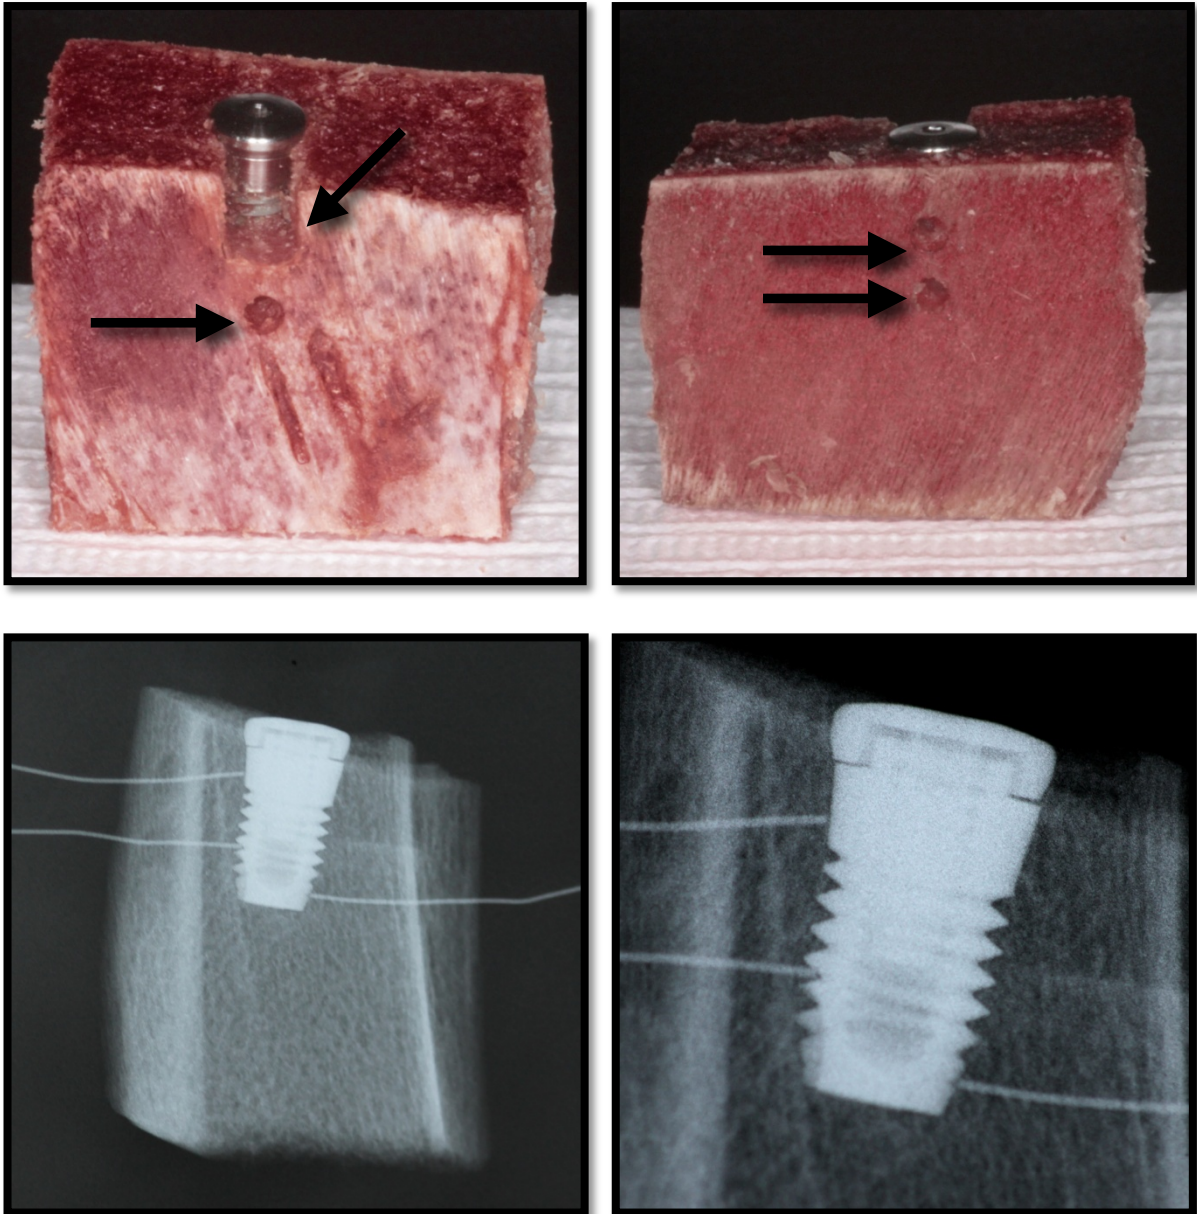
Imagens superiores mostram o implante instalado no bloco de osso. As setas mostram as perfurações para instalação dos termopares e a osteotomia criada para simular um defeito ósseo causado por peri implantite . As imagens inferiores mostram uma radiografia como termopares em contato com o implante.
